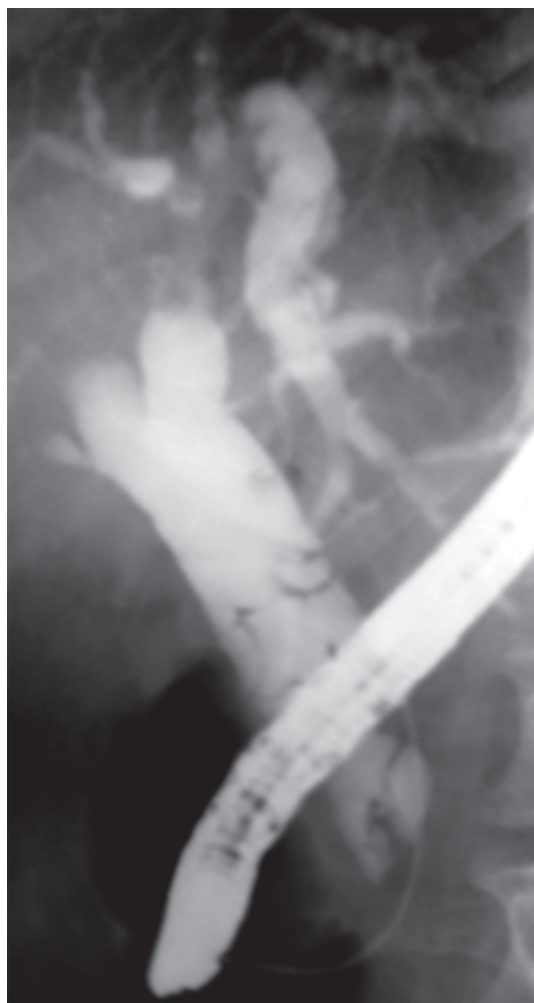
Рентгенограмма. Множественные тени в просвете желчных и панкреатических протоков.
